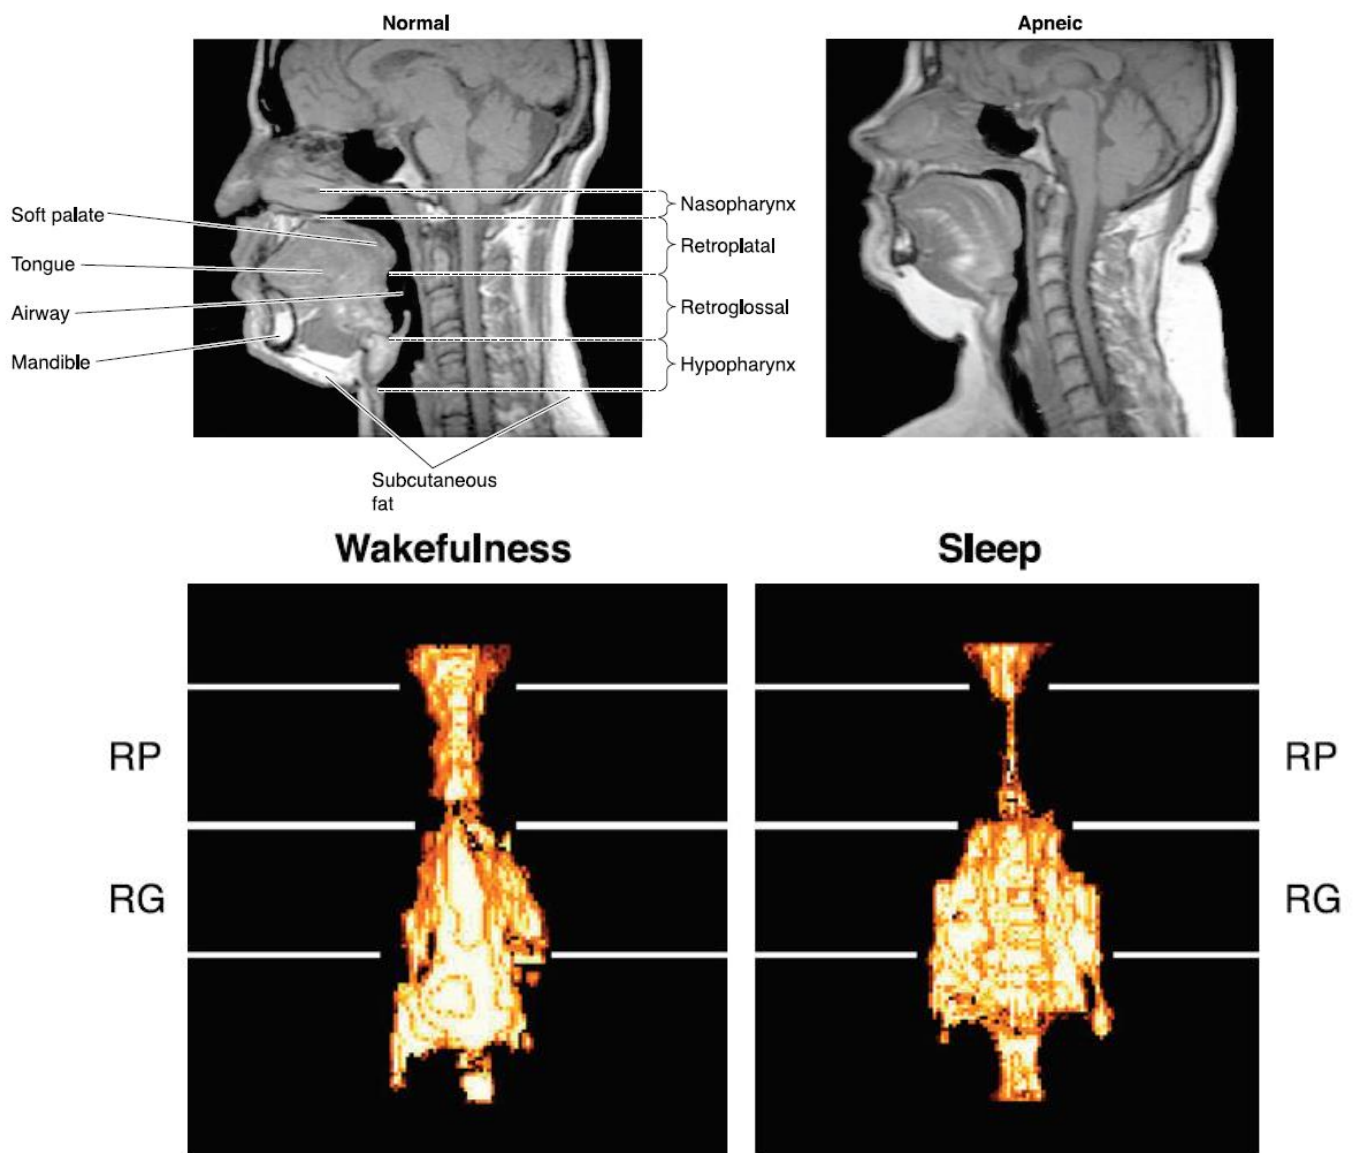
Imagerie (IRM) de modification des dimensions des VAS entre sujet sain et sujet apnéique sévère (22), et modification du flux ventilatoire entre éveil et veille (23).
